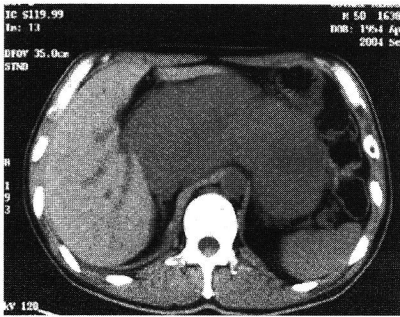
PE療法3クール後腹部単純CT画像上腹部腫瘍は1クール施行後よりは増大してしまった。
